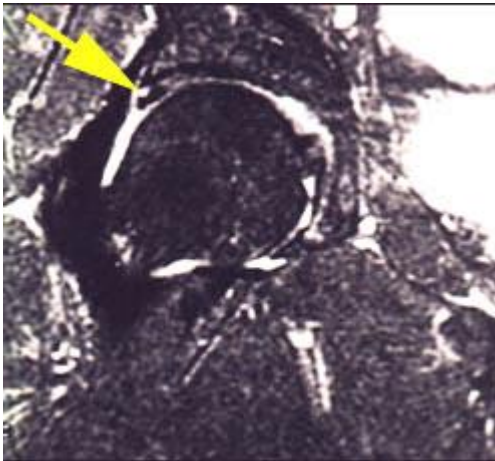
Imagem de artro-ressonância magnética com seta indicando lesão do labrum.
